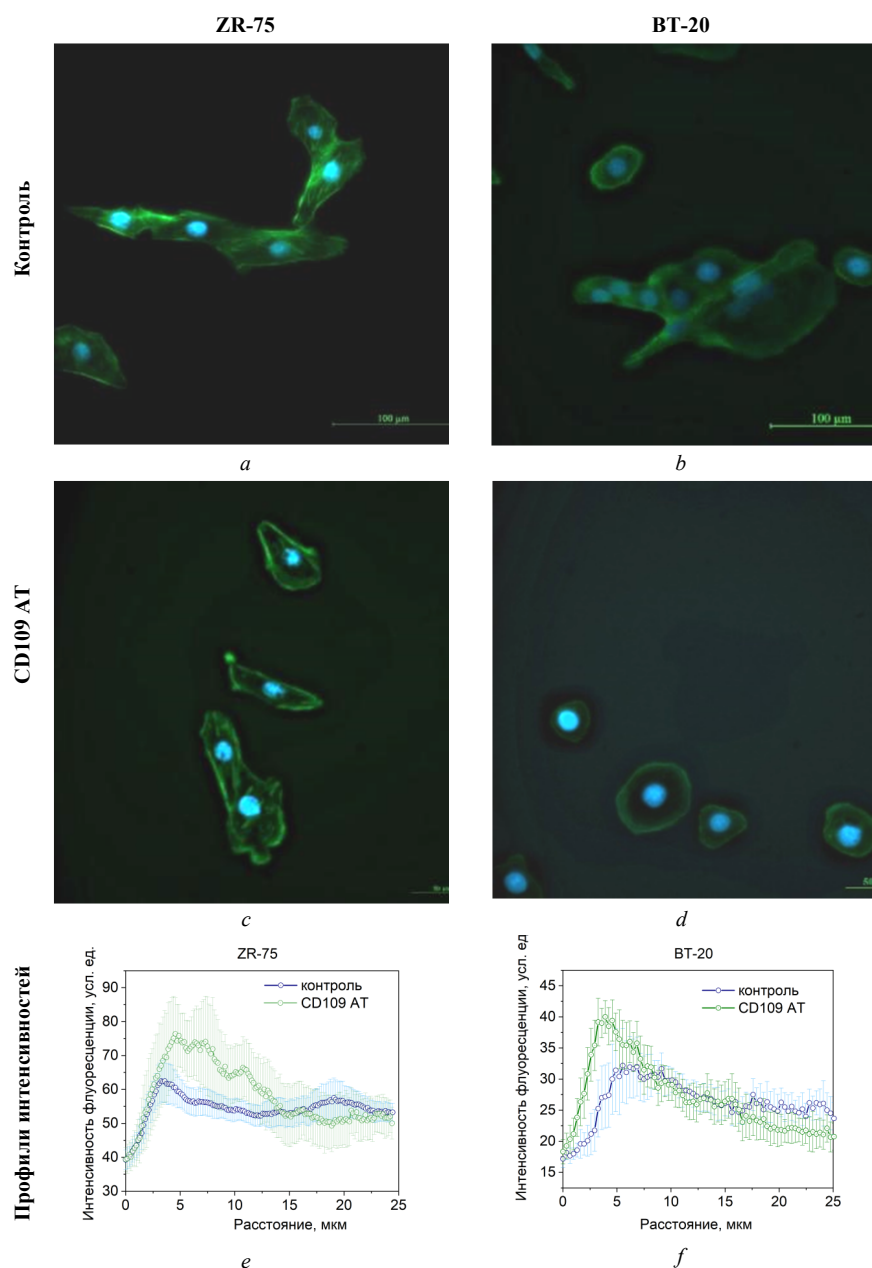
Влияние антител против антигена CD109 на пространственную структуру актинового цитоскелета клеток РМЖ разных молекулярно-биологических подтипов (a–d). Флуоресцентные изображения клеток линий ZR-75 и BT-20 без и с инкубацией с антителами против антигена CD109 с использованием красителей AlexaFluor 488 Phalloidin и DAPI (e, f). Профили интенсивности флуоресценции красителя AlexaFluor 488 Phalloidin в направлении от края клетки к ядру для клеток двух клеточных линий контрольных образцов и после обработки антителами против антигена CD109. Данные представлены как $M \pm SD$
